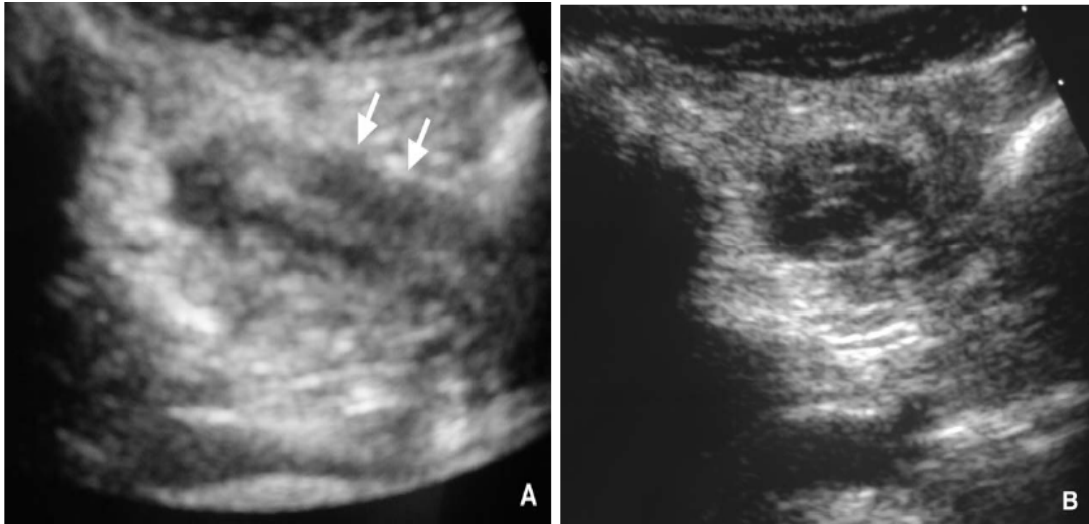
Atteinte iléale. L'échographie montre un épaississement des parois (flèches) (A, B) [32].
